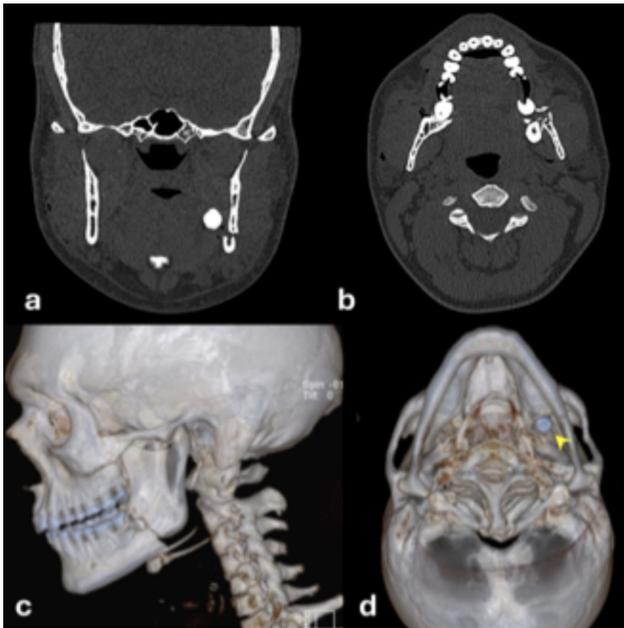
Tomografía Axial Computarizada preoperatoria con rasgo de fractura en ángulo mandibular izquierdo y tercer molar desplazado hacia medial (a y b); (a) Visión coronal, (b) Visión Axial. Reconstrucción Tridimensional del caso (c y d); (c) Visión lateral lado izquierdo, (d) Visión desde inferior, flecha amarilla indica posición del tercer molar.
